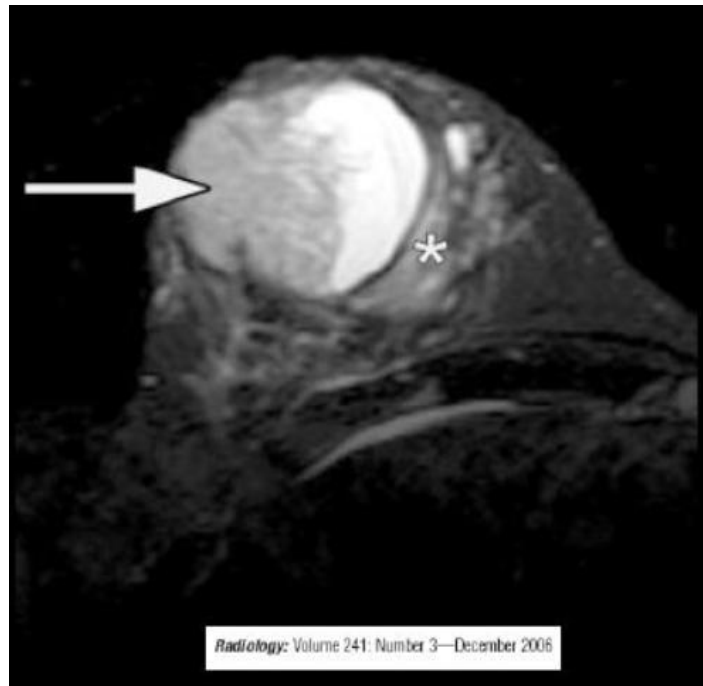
IRM mammaire pondérée en T1 : Masse circoscrite de faible intensité [77].
